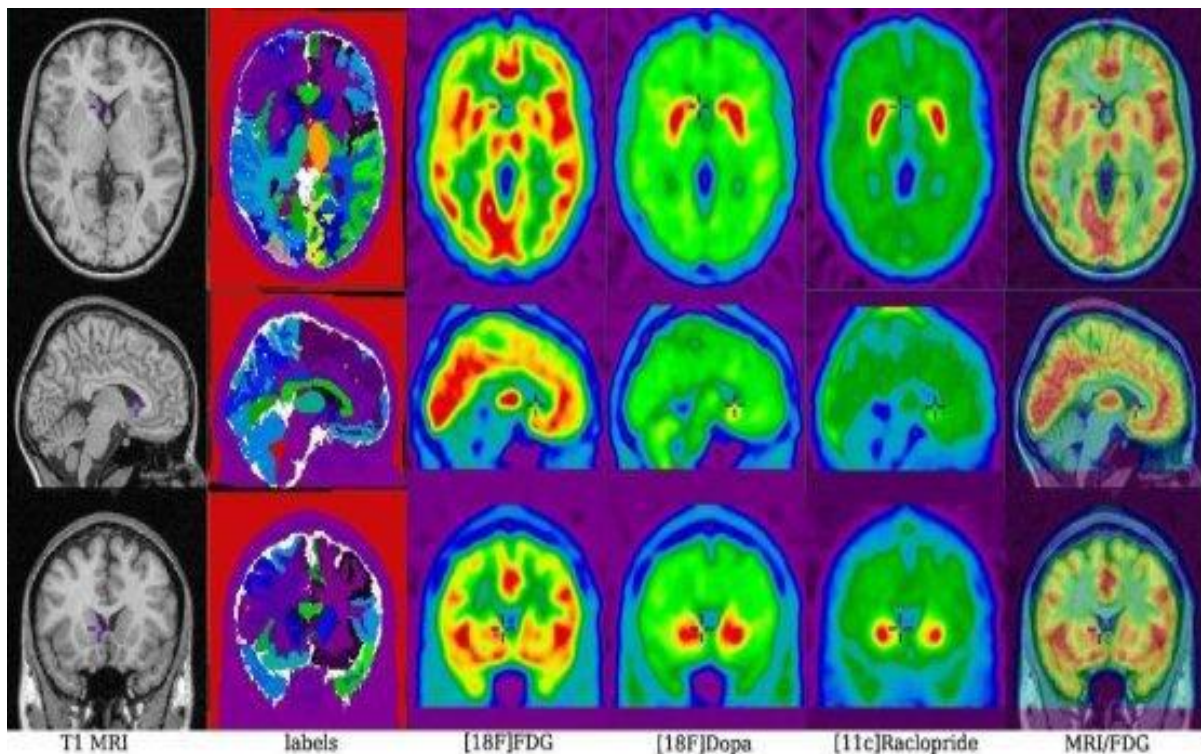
De gauche à droite : coupes d'un modèles anatomique, du fantôme labellisé, d'images simulées au $18F$ -FDG, au $18F$ -Dopa, au $11C$ -Raclopride, et image recalée IRM clinique/TEP simulée.
